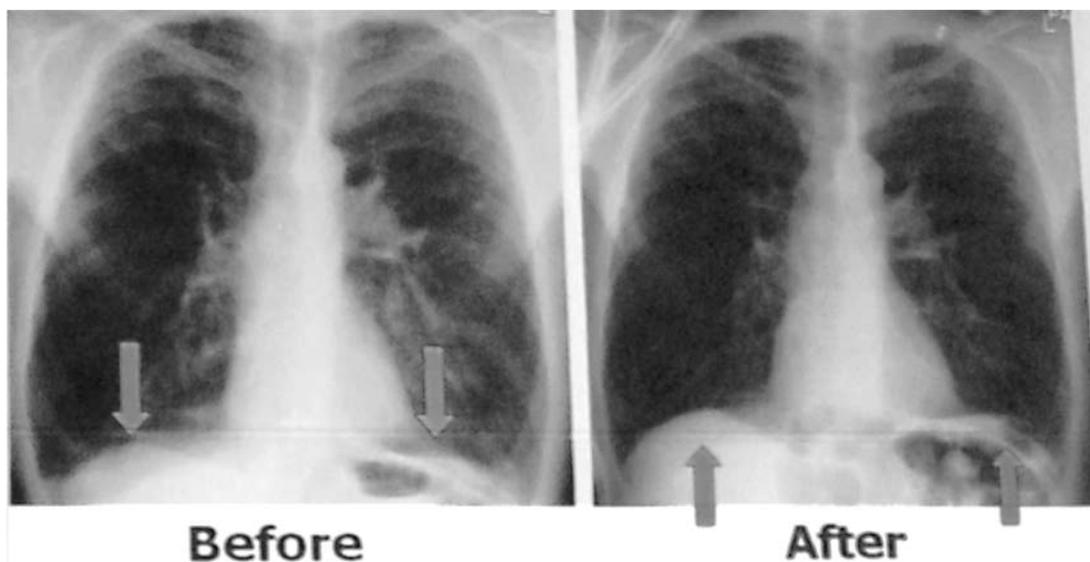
Airway Bypass 施行前後の胸部X線写真.
